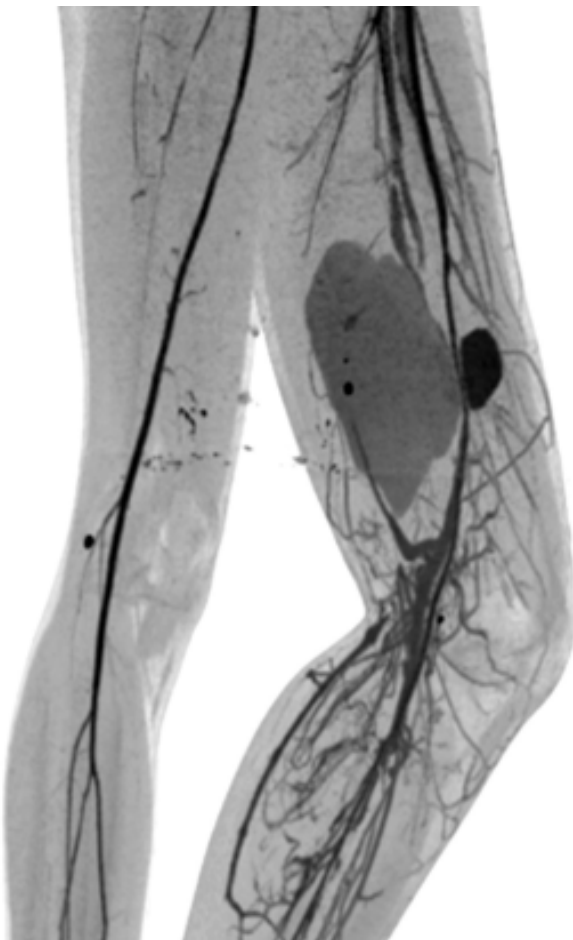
Angiotomografía. Se observa pseudoaneurisma de arteria femoral superficial izquierda con diámetros de 10.9 x 9.5 cm.
